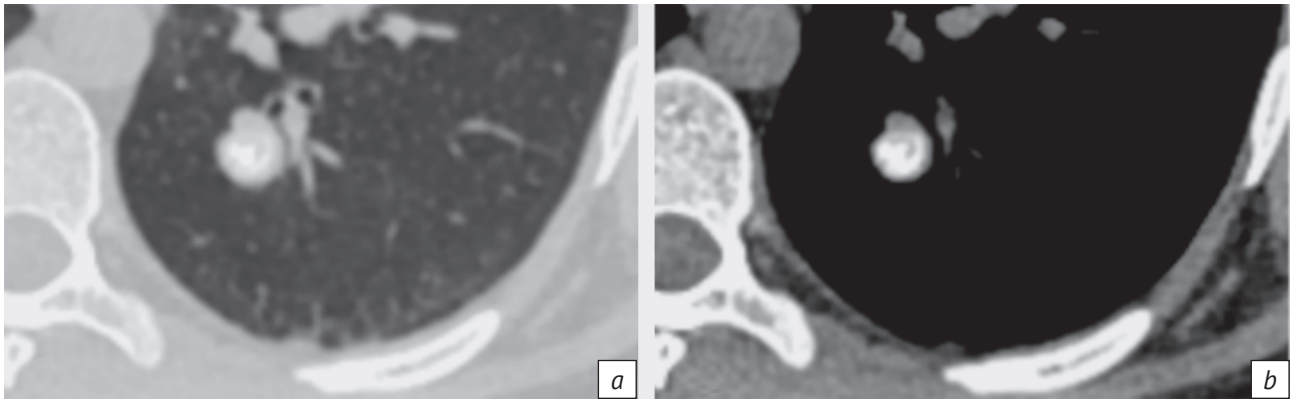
КТ легких в аксиальной плоскости. Кластер 4 – гамартомы с кальциевыми отложениями без жировых включений:
